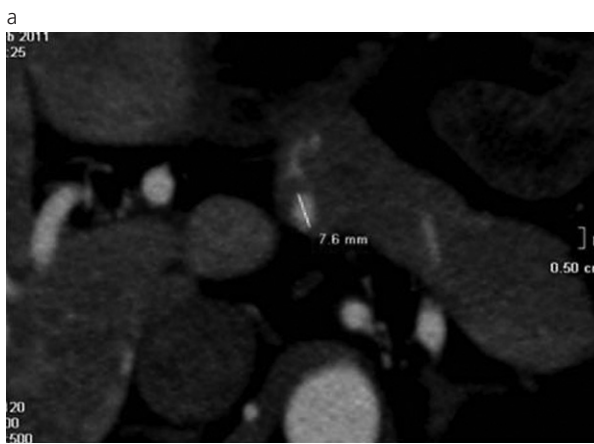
Paciente masculino de 41 años de edad con telangiectasias pancreáticas. Cortes axiales de angio-TC abdominal que evidencian estructura de realce nodular de aproximadamente 8 mm (a), compatible con telangiectasia en el cuerpo del páncreas. Parecen apreciarse otras estructuras puntiformes que podrían tener un origen similar a nivel del istmo del páncreas (b).
